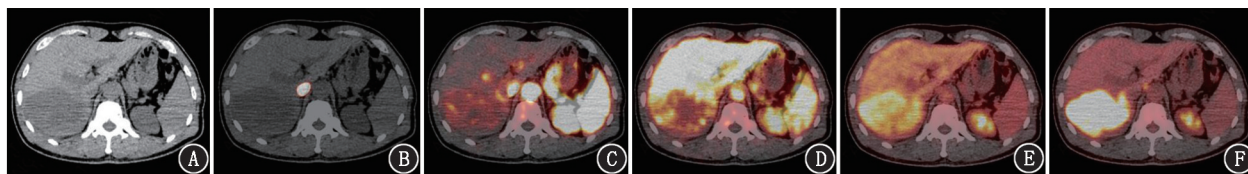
肝细胞癌患者(男,60岁,诊断为肝右后叶肝细胞癌伴门静脉右后支癌栓形成) $^{18}\text{F}$ -FDG 全身 PET/CT 动态显像图(按体质量静脉注射  $3.7\text{ MBq/kg}$  的 $^{18}\text{F}$ -FDG 后,行 60 min 动态显像)。A.病灶最大横截面 CT 图像示肝脏表面欠光整,右后叶见低密度灶,大小为  $95.0\text{ mm}\times 8.8\text{ mm}$ ,平均 CT 值为  $30.8\text{ HU}$ ;B.注射显像剂后 30 s,下腔静脉出现显像剂浓聚;C.注射显像剂后 50 s,肿瘤区域的显像剂浓聚程度高于正常肝组织(快进);D.注射显像剂后 120 s,肿瘤区域显像剂浓聚程度低于正常肝组织;E、F.注射显像剂后 15 min 及 60 min,肿瘤区域的显像剂浓聚程度高于正常肝组织
